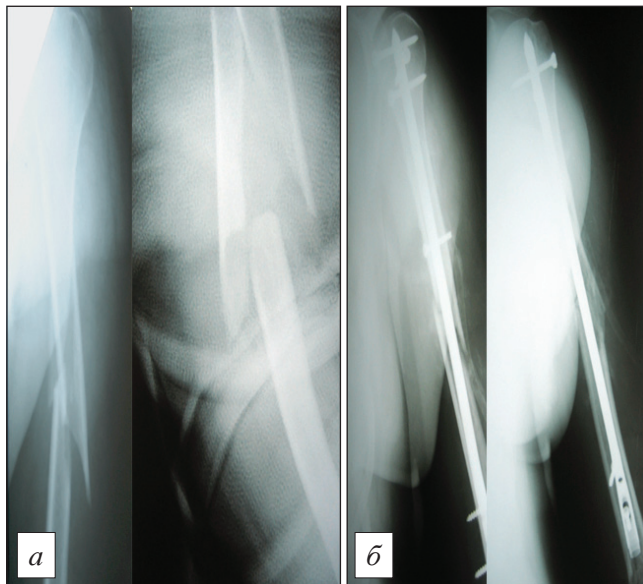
Рентгенограммы пациентки К., 58 лет.
